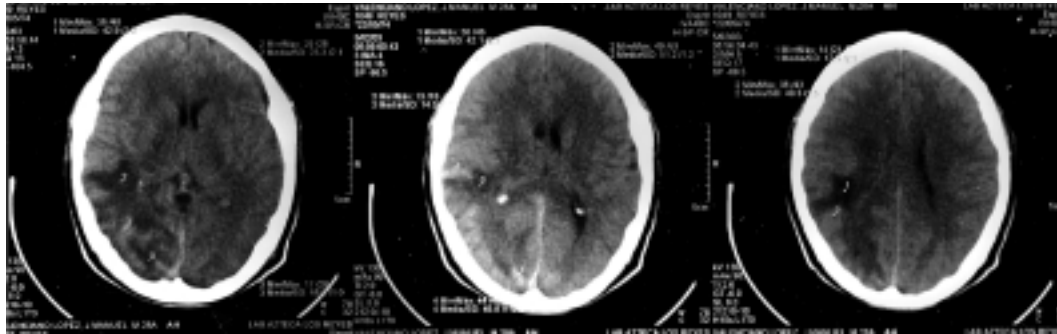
TC simple corte axial a la altura del foramen de Monro
